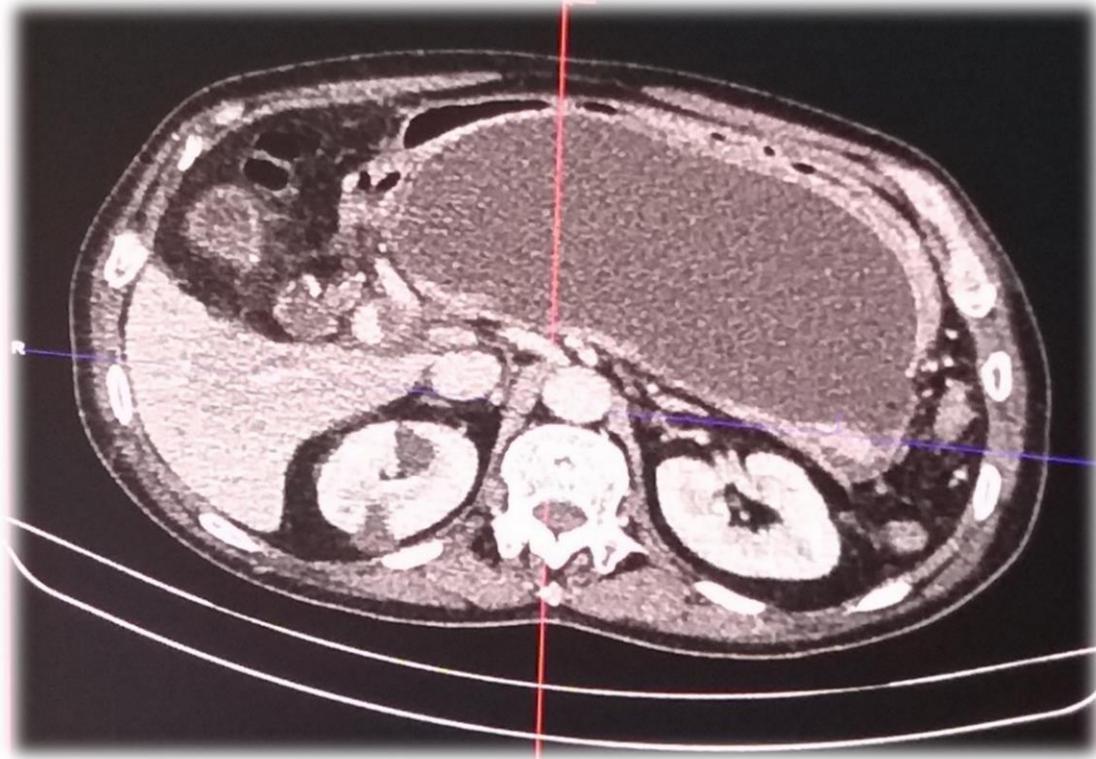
Corte axial de tomografía abdominal donde se observa pseudoquiste pancreático de gran tamaño, que comprime el estómago, ocasionando efecto de masa.
